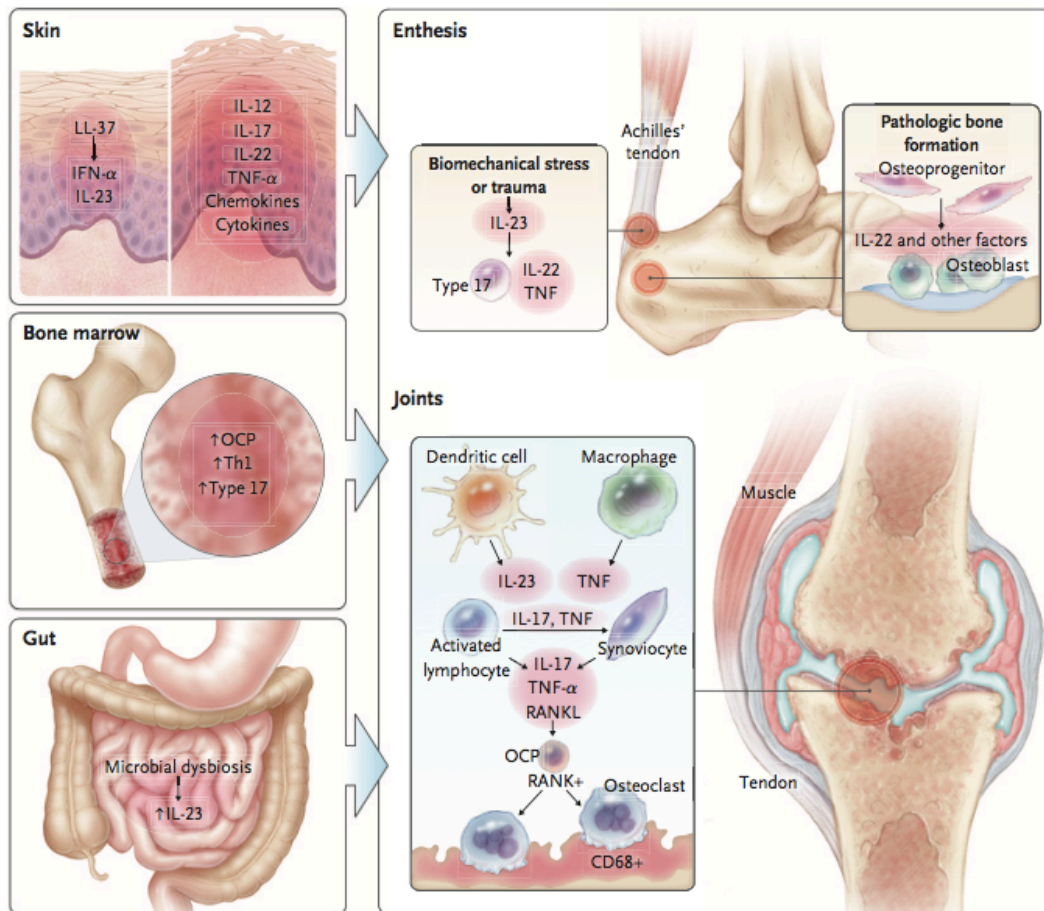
Vías inflamatorias en la patogénesis de la Artritis Psoriásica. Tomado de Ritchlin CT, Colbert RA, Gladman DD. *Psoriatic Arthritis. N Engl J Med.* 2017 May 25;376(21):2095–96.
